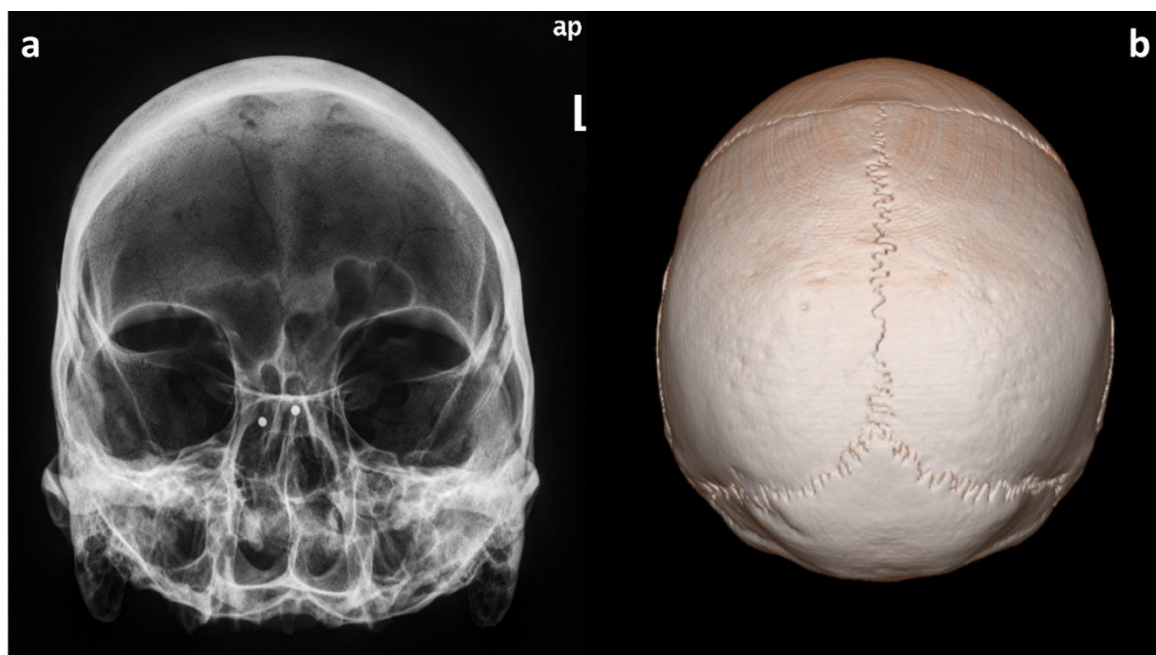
a) Radiografia ântero-posterior (AP) de crânio, com visualização da morfologia. Evidência de artefactos metálicos projetados ao nível do esfenóide. b) *Volume Rendering* em projeção superior, com evidência da morfologia e das suturas cranianas.
